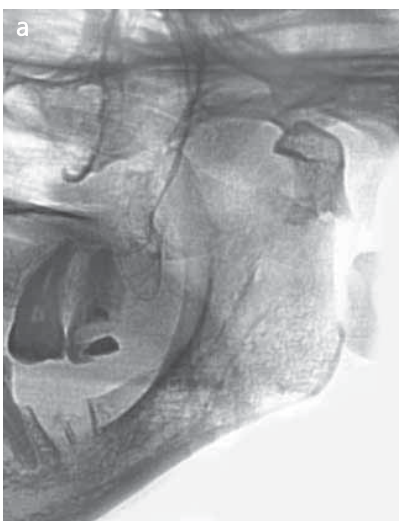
На фрагменте ортопантомограммы (а) и рентгенограмме черепа в лобно-носовой проекции (б) определяется перелом мыщелкового отростка нижней челюсти слева со смещением отломка вниз, назад и внутрь
